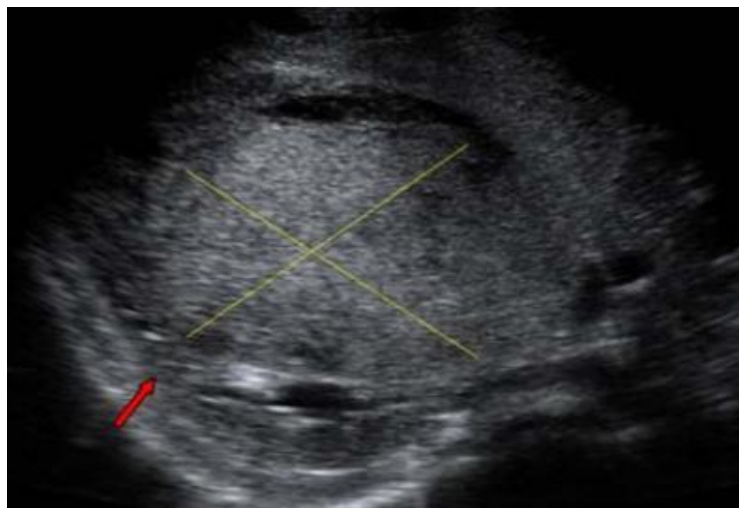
L'échographie abdominale montre une masse tissulaire rétro-péritonéale aux dépens du rein droit. Cette masse d'écho structure hétérogène entourée d'une languette de parenchyme: Signe de l'éperon (flèche). (CHU Hassan II)
